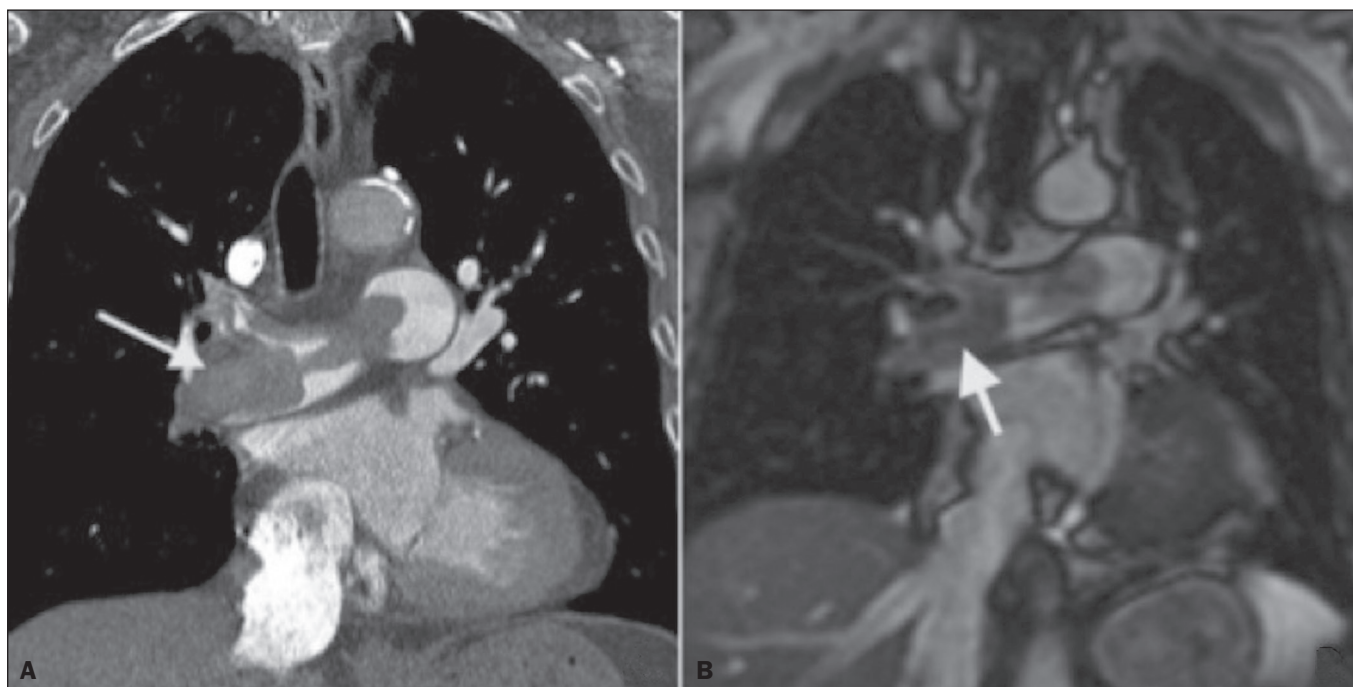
Correlação de TC em corte coronal (A) e RM com sequência coronal *fast-spin-eco* ponderada em T2 (B) demonstrando falha de enchimento na bifurcação das artérias pulmonares.
